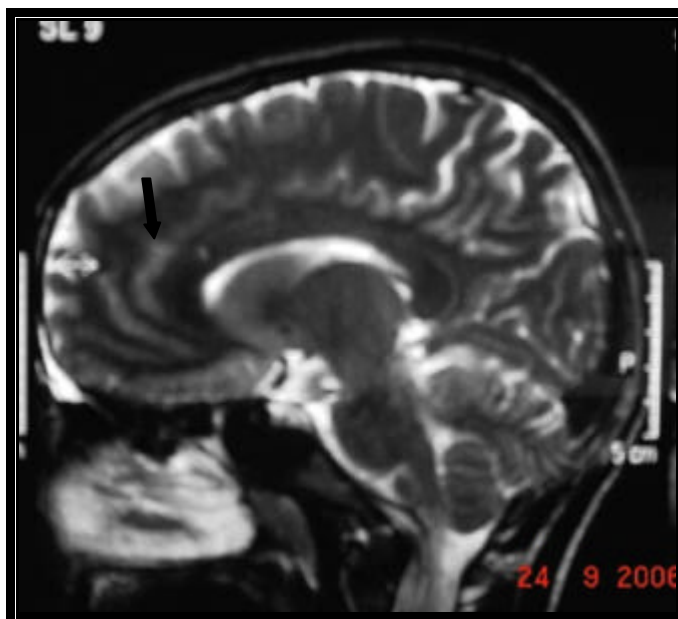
RM do crânio, sagital TSE T2 do paciente 14. Observe o foco de hipersinal no joelho do corpo caloso.
